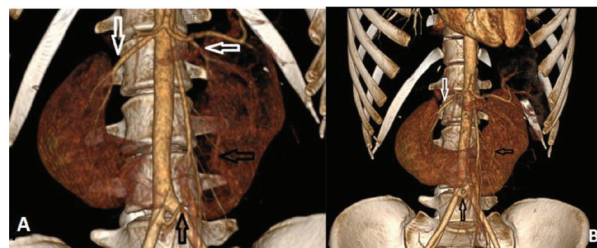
Дівчинка В. 5 років. MIPR-реконструкція МС КТ із контрастуванням в артеріальній фазі. Перехресно злита ектопія нирок
